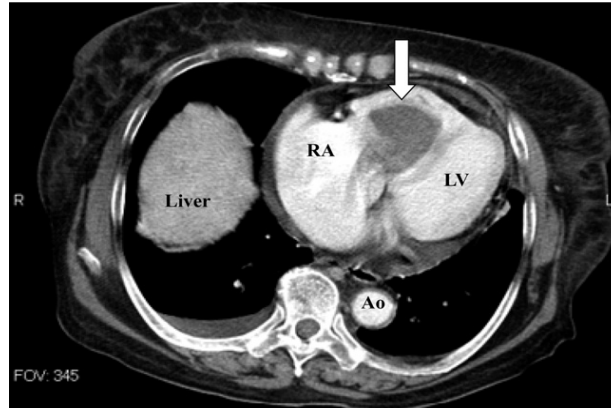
TAC de Tórax con contraste.
